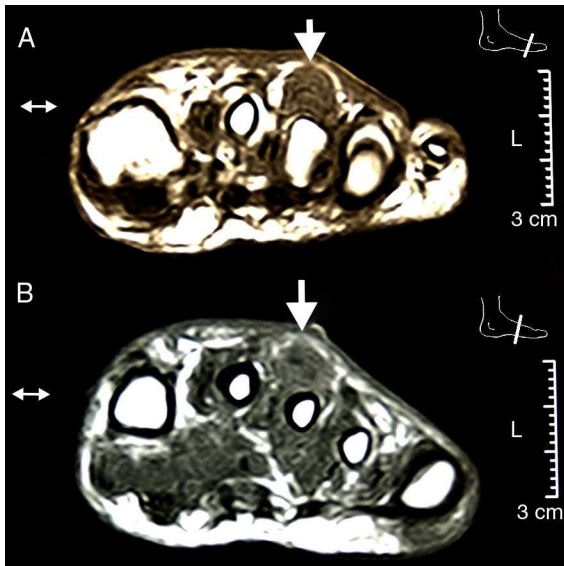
RMN del pie en 2 cortes transversales: Tercio distal en la imagen superior y tercio medio en la imagen inferior. Se aprecia la efusión e hipertrofia de la vaina así como la integridad de la cortical ósea y ausencia de compromiso cutáneo.
